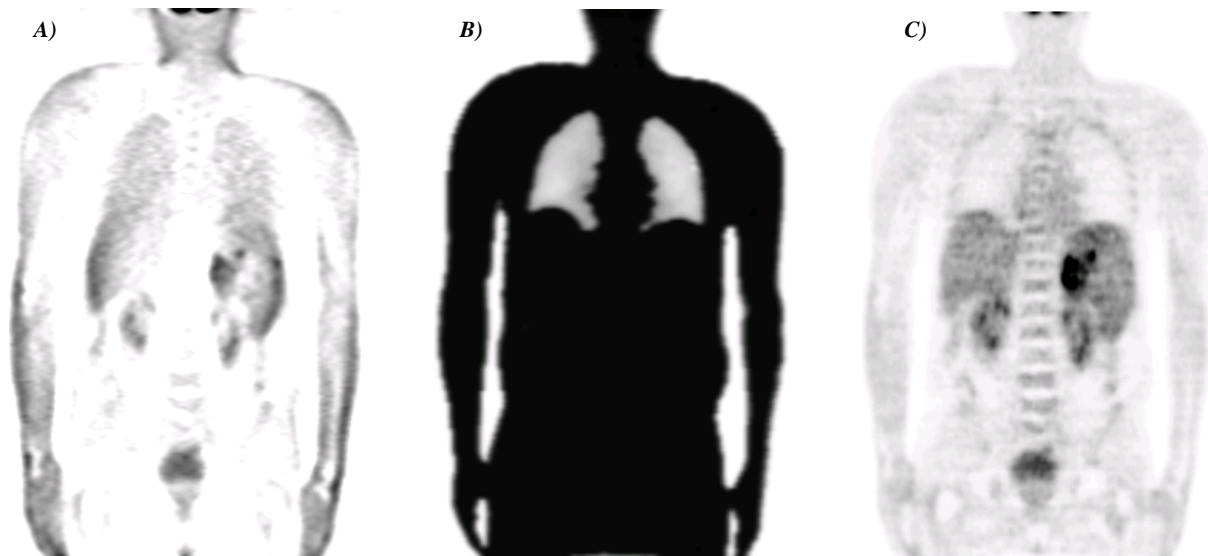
Klassifizierung bei Verwendung von FDG-Emissionsbildern zur Segmentierung: a) Nicht schwächungskorrigiertes Emissionsbild (koronal): wichtigste Merkmale sind die Anreicherung der Lunge und der Patientenkontur, sowie die Anreicherung der Leber, die eine automatische Abgrenzung der Lunge vom Abdomen verhindert. b) Segmentierte Schwächungsmatrix: Eine mittlere Intensität im Emissionsbild entspricht einmal Lungenschwächung (für Pixel im Lungenbereich), zum anderen Weichteilchwächung in der Leber. c) Korrigiertes Emissionsbild: Im korrigierten Bild zeigt sich, daß die Lungen kaum Aktivität speichern, d.h. die Lungenanreicherung im unkorrigierten Bild ist ein Artefakt, der durch die fehlende Schwächungskorrektur hervorgerufen wird.
